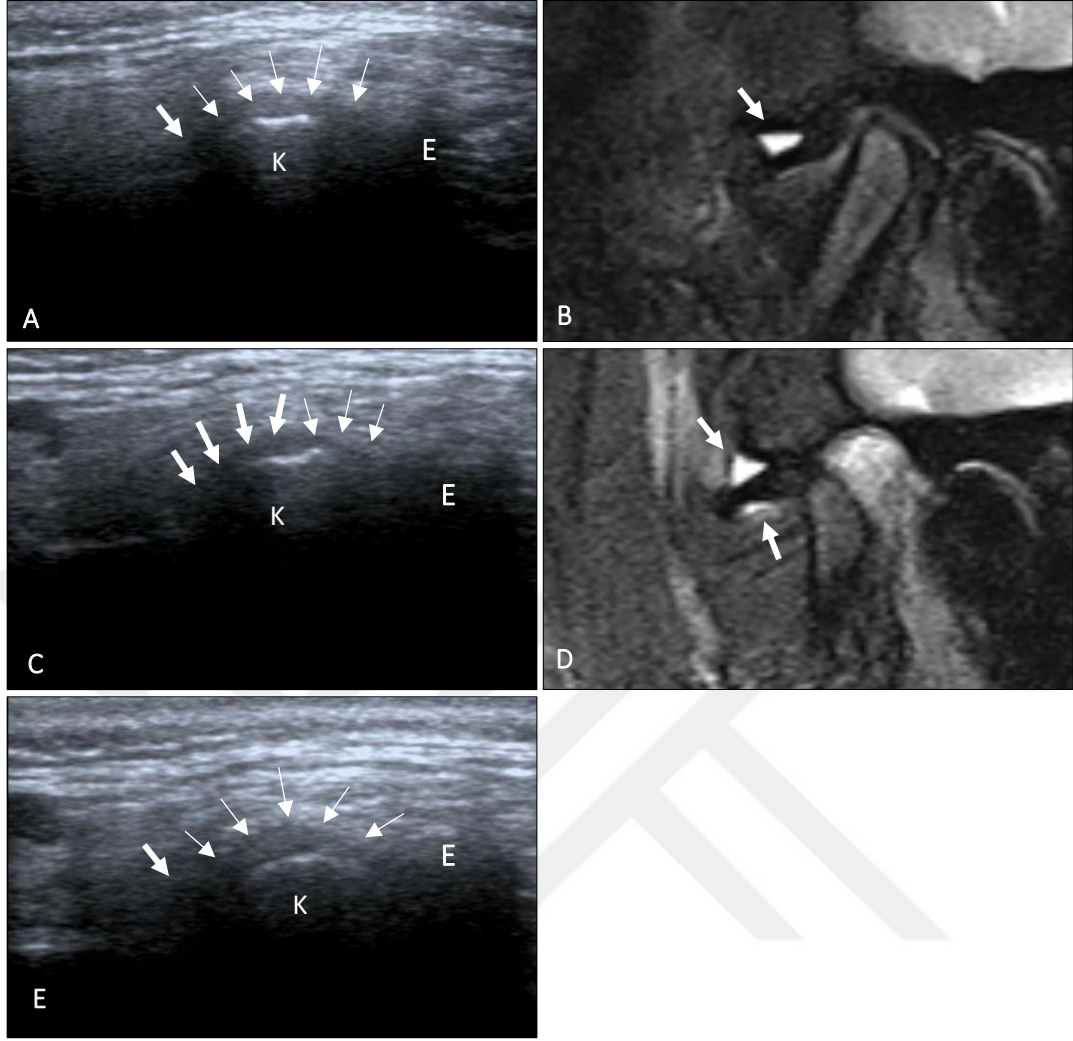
Her iki görüntüleme yönteminde normal TME tanısı konulan 23 numaralı hastanın sağ TME'sinin ağız kapalı pozisyonda USG (A) ve MRG (B) görüntüsü
